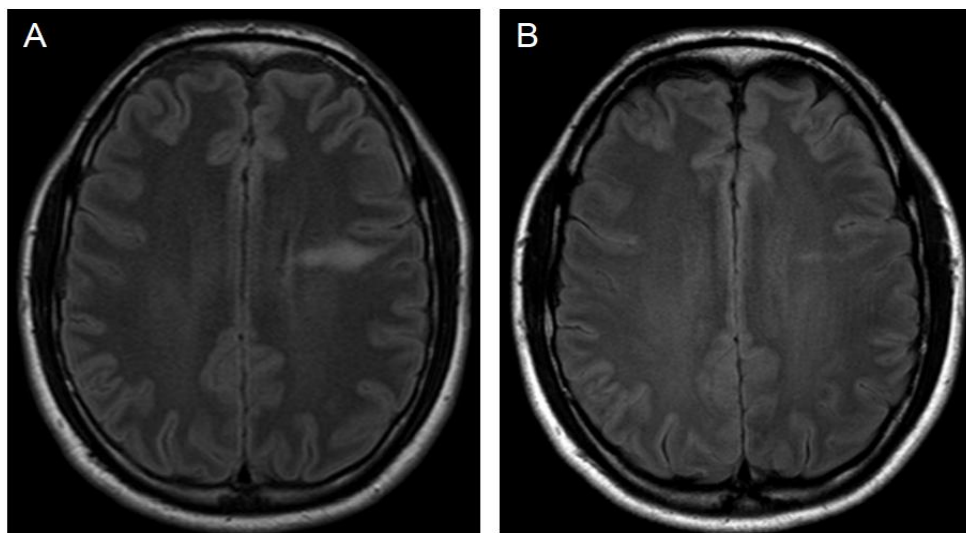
Imagens de RMN-CE (A) efetuada no dia do internamento no HSM, e (B) 1 mês depois; Visível evolução da lesão hiperintensa da matéria branca frontal esquerda em T2/FLAIR.
